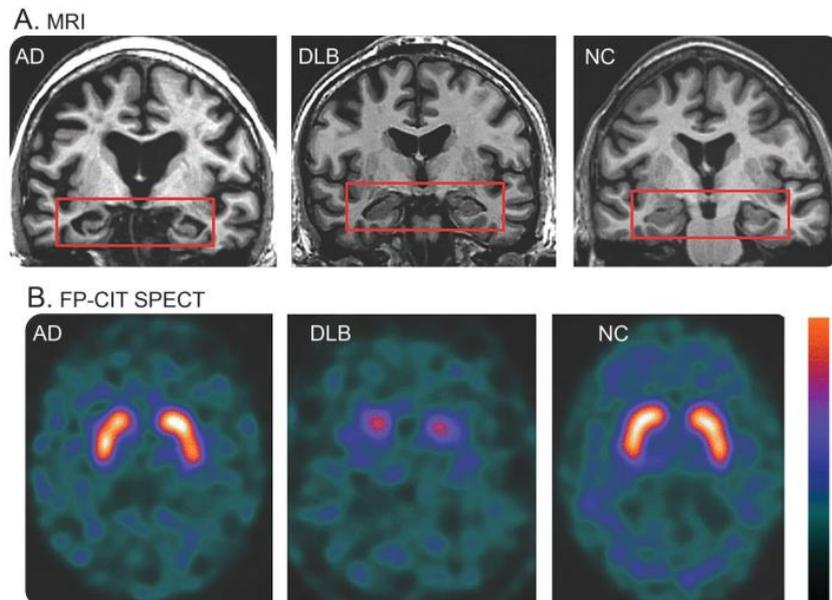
IRM coronale et Dat-scan en cas de MA (AD), MCL (DLB) et normal (NC), selon ⁷⁵
